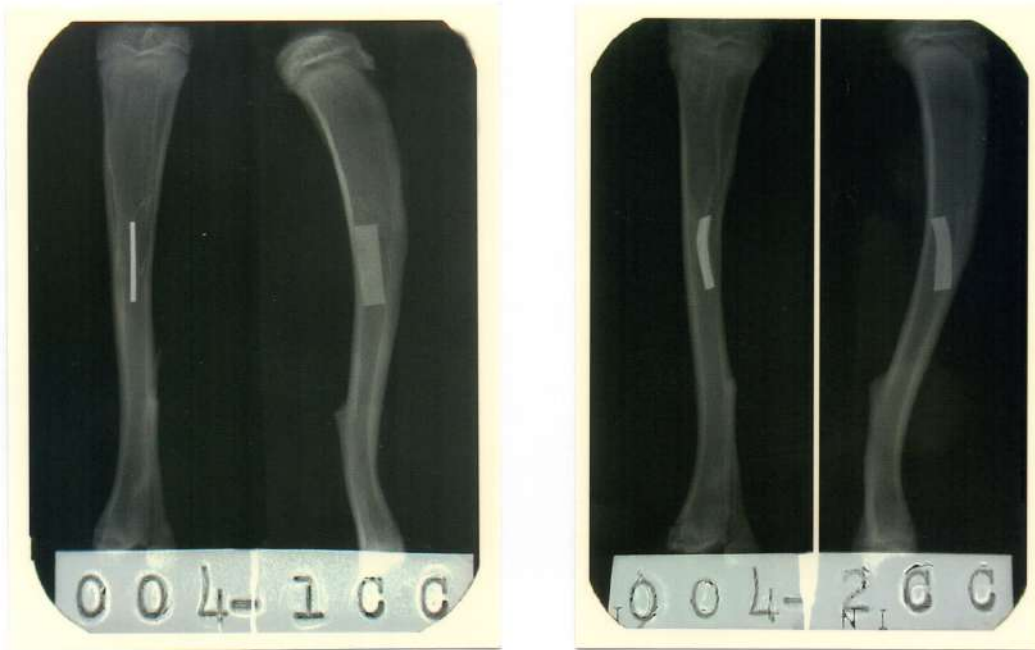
Radiografías de tibias experimentales con un implante laminar de titanio.
